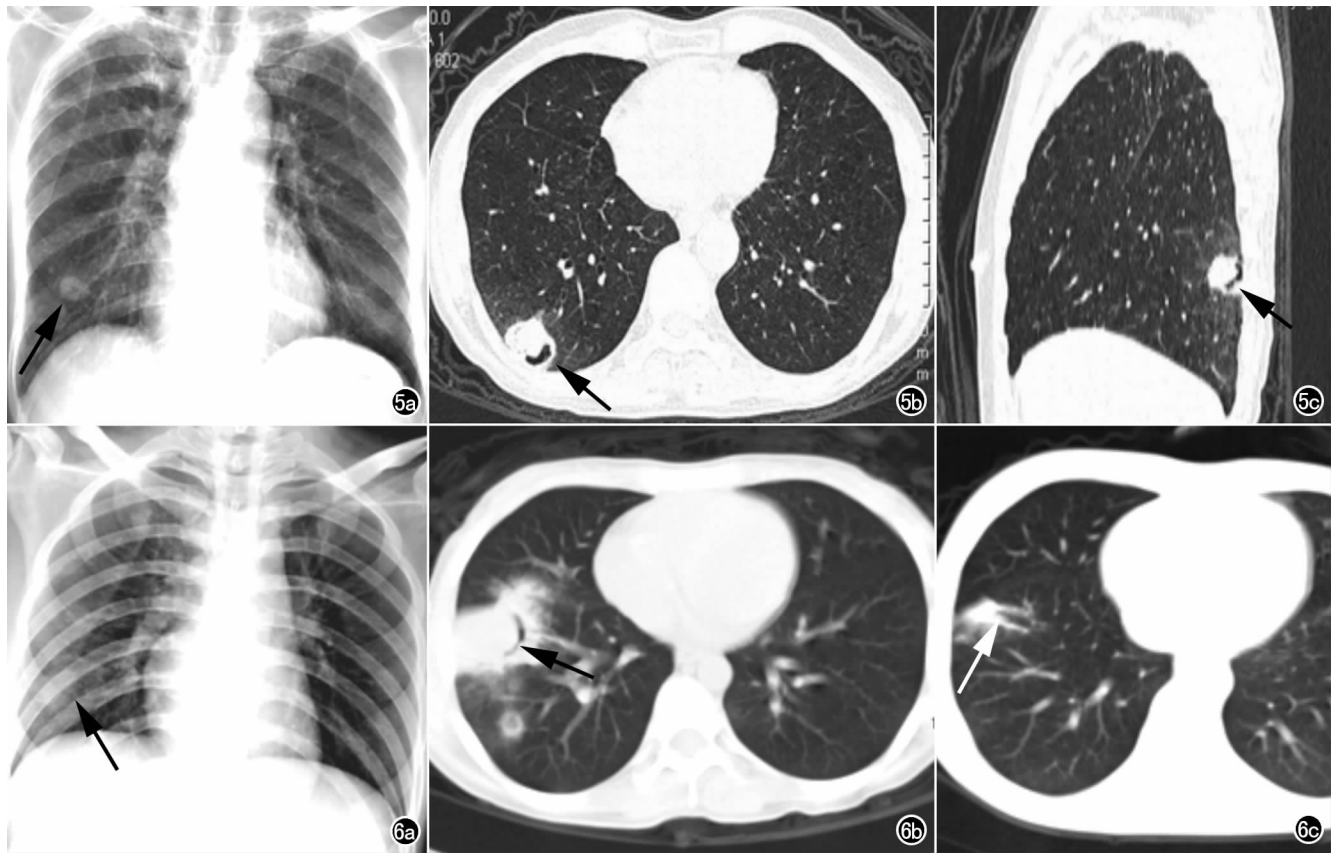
a) X 线胸片示右下肺曲菌球(箭),境界较清楚,病灶内有一厚壁偏心空洞出现; b) CT 示曲菌球与空洞壁之间有一弧形含气腔隙(箭),呈典型的“空气新月征”; c) 矢状面重建示曲菌球紧邻后胸壁(箭),形态不规则,边界清楚, 图 6 a) X 线片示右下肺外带形态不规则的团片状影(箭),病灶内隐约有透亮带; b) CT 示曲菌球位于肺外周胸膜下,出现“空气新月征”(箭),邻近肺野一空洞小结节影; c) 治疗 1 个月后复查 CT,病灶已明显缩小呈索片状(箭),边界变清楚,“空气新月征”消失。
